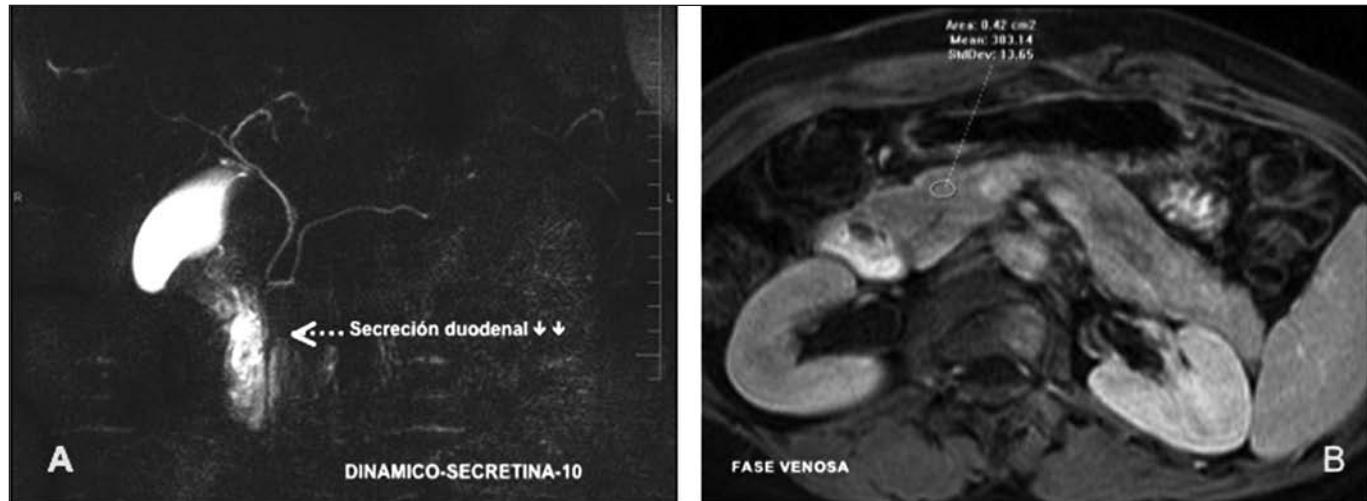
A. Dynamic MRCP study, after secretin injection, demonstrating decreased duodenal secretion, estimated semi-quantitatively. B. Dynamic MRI study after gadolinium injection, demonstrating a peak of tissue enhancement during the venous phase, and a signal intensity ratio of 1.3 (lower than normal value [1.7]) indicating the presence of fibrosis, which suggests early chronic pancreatitis.
